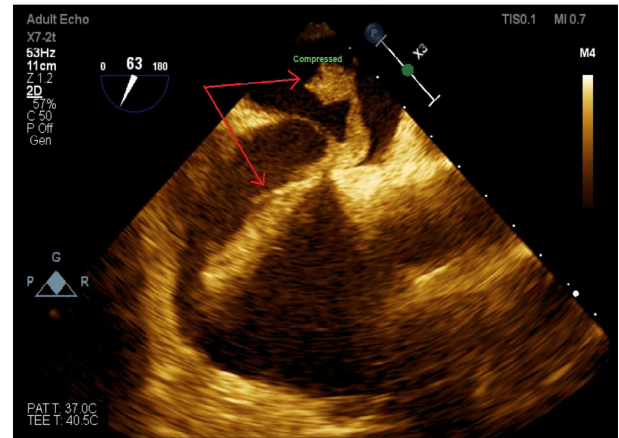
Transesophageal echocardiography showing the serpentine thrombus entrapped in the patent foramen ovale and floating in the right and left ventricles.
